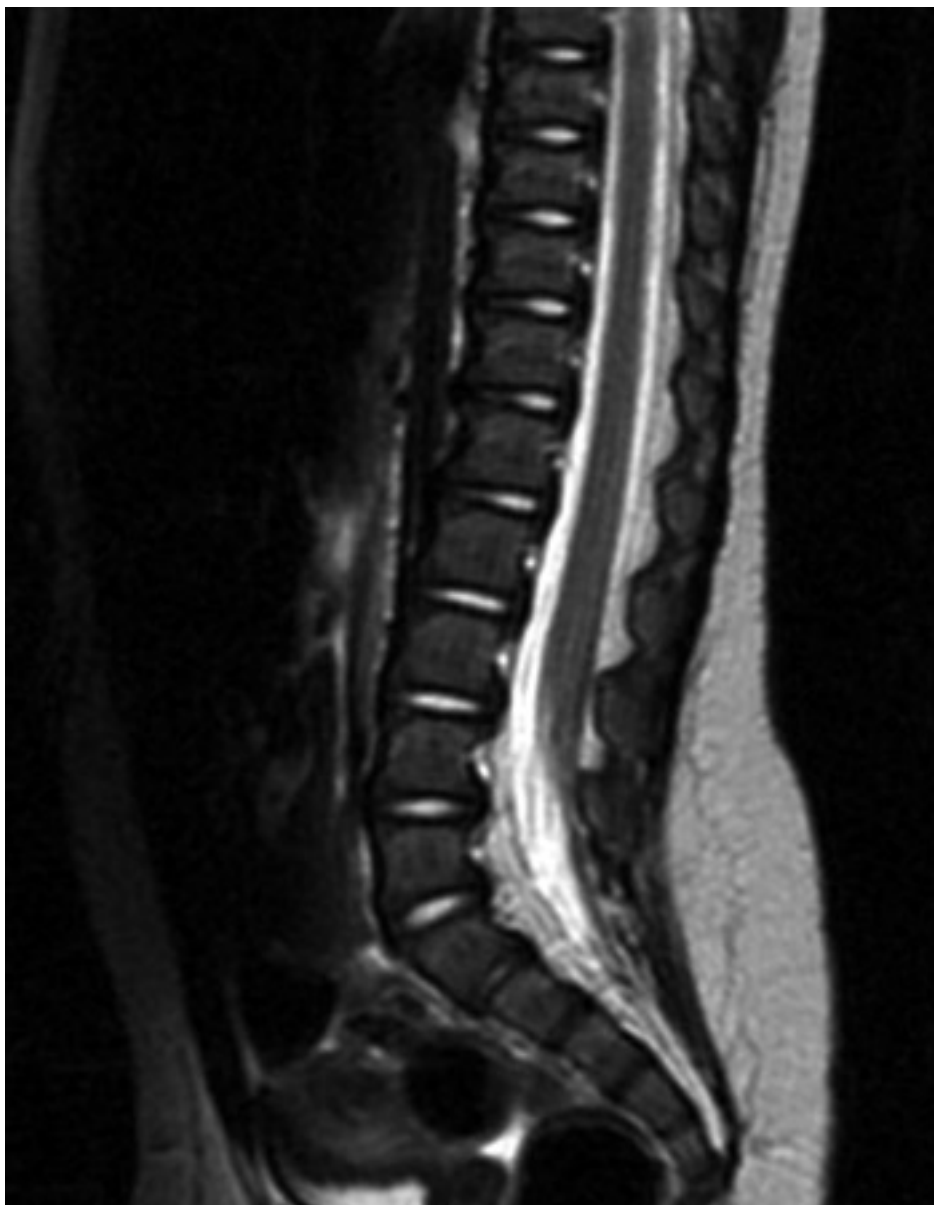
Ressonância nuclear magnética (RNM) da coluna apresentando medula presa
